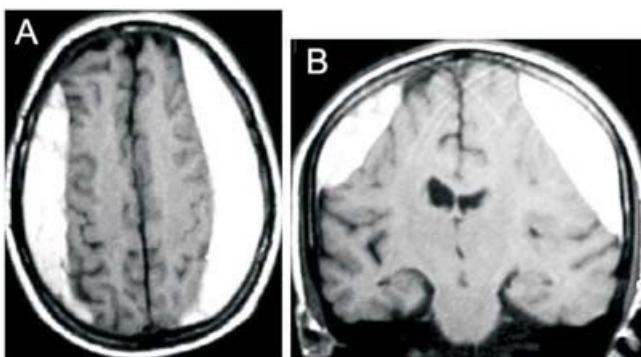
Vistas axial (A) y Coronal (B) de la IRM ponderada en T1 de un paciente con hematoma subdural crónico bilateral.
